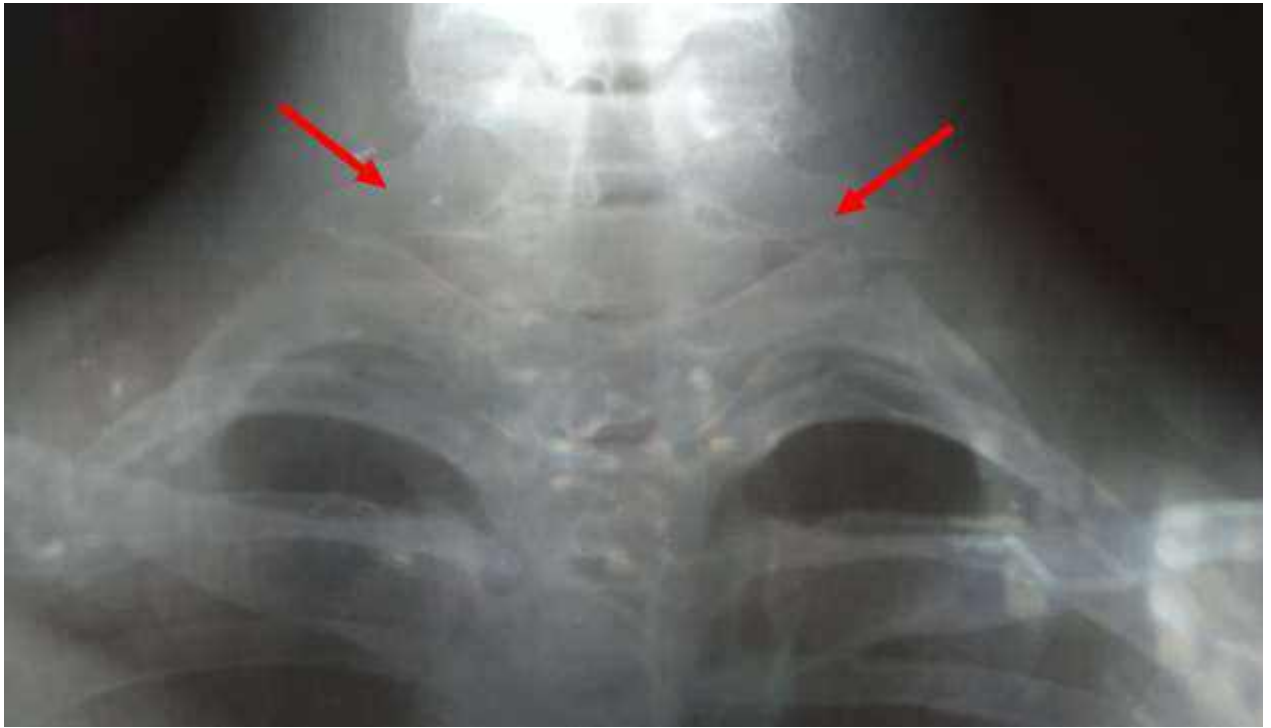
Рентгенографія шийно-грудного відділу хребта пацієнта М., історія хвороби №132056, 2013 р., СШР із обох боків
